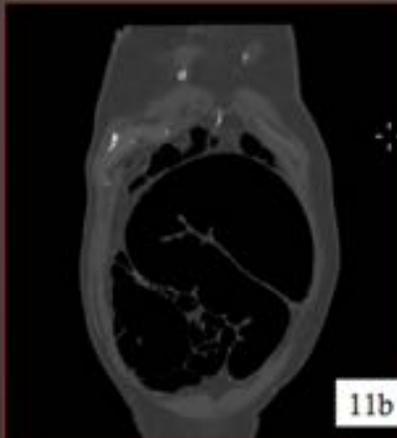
Radiografía de abdomen AP (fig. 11a) que muestra una asa dilatada central con ausencia de haustras y morfología de "grano de café". TC que confirma los hallazgos de vólvulo de sigma (fig. 11b). Signo del "pico de pájaro" en cortes axial (flecha naranja fig. 11c) y coronal (flecha verde fig. 11d)
